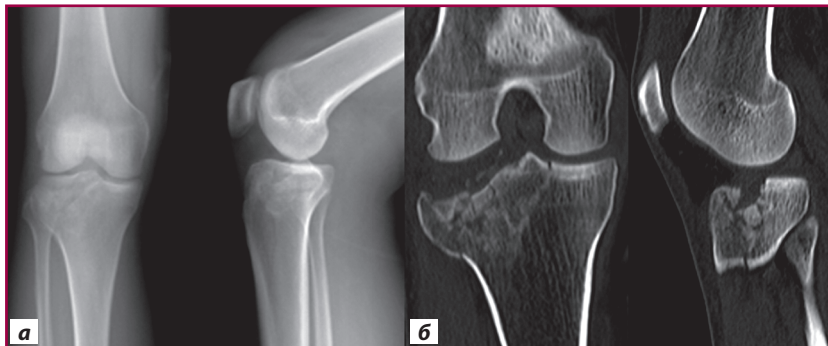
Рентгенограми і КТ пацієнта Д. (Schatzker II): а) рентгенограми (внутрішньосуглобовий перелом латерального виростка правої великогомілкової кістки зі зміщенням уламків); б) КТ (багатоуламковий характер перелому з імпресією передньолатерального відділу латерального виростка)
